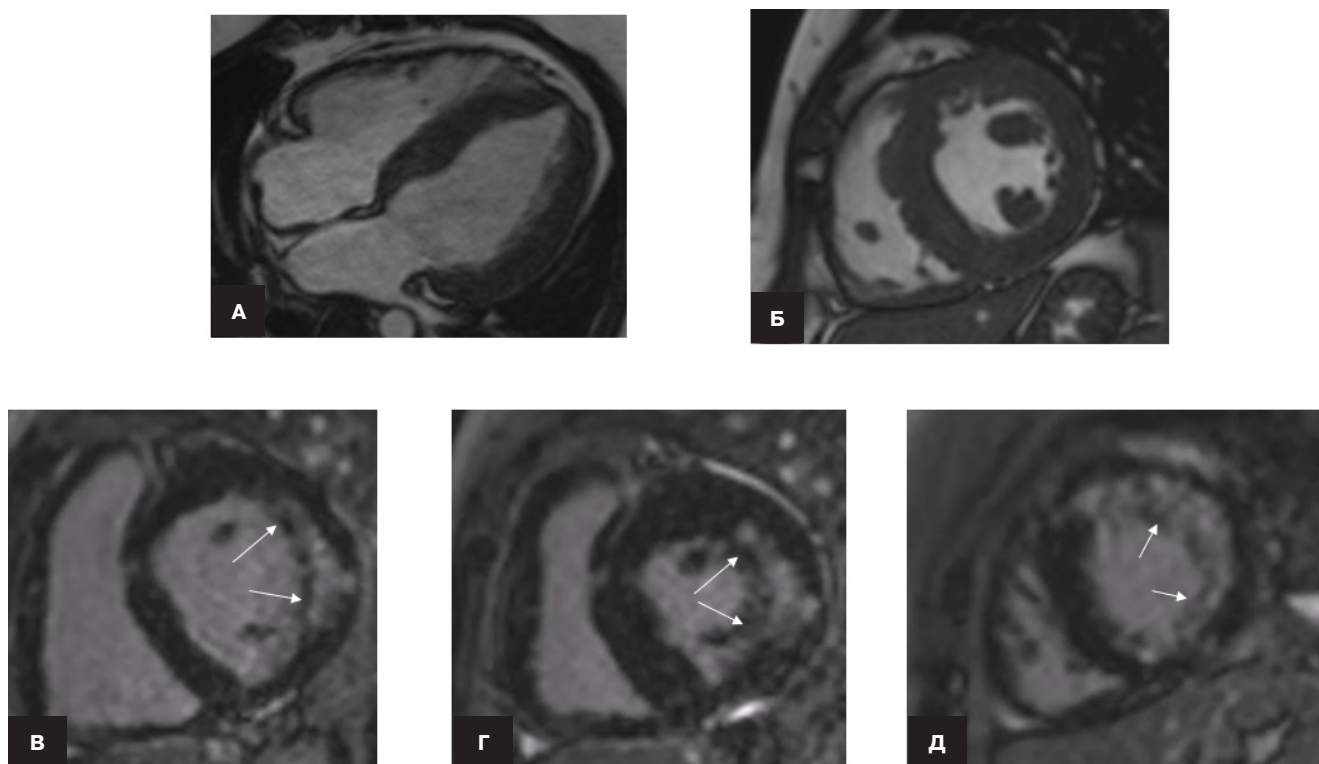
МРТ сердца пациентки 2.
